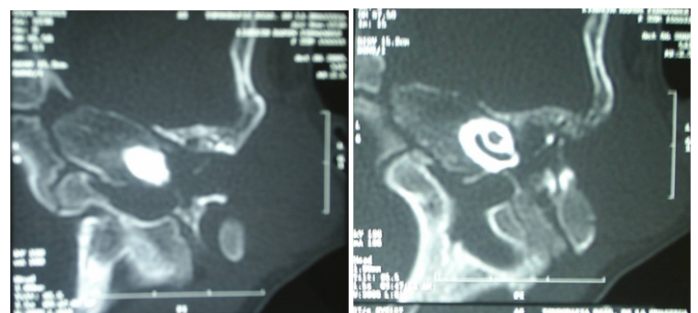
Tomografía de oído izquierdo A) Coalescencia de celdillas mastoideas, B) Destrucción de la cadena de huesecillos.
